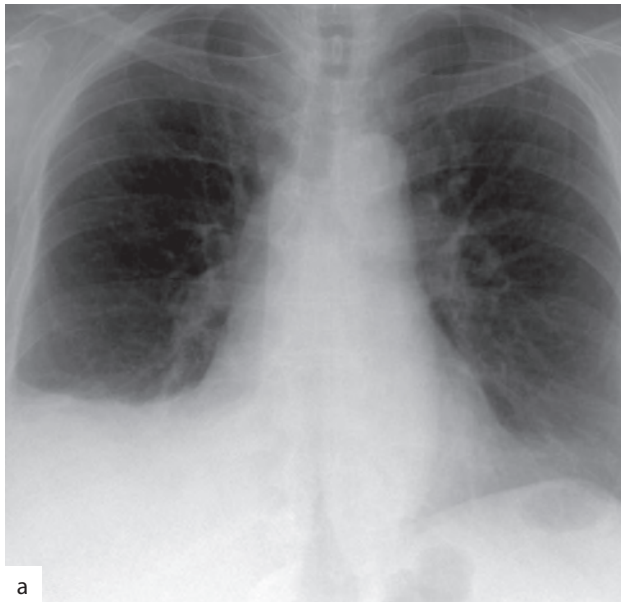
Тромбоэмболия легочной артерии. Обзорная рентгенограмма (а) позволяет выявить большое количество жидкости в правой плевральной полости. При КТ-ангиографии обнаружены тромбы в ветвях правой (б) и левой (в) легочных артерий
